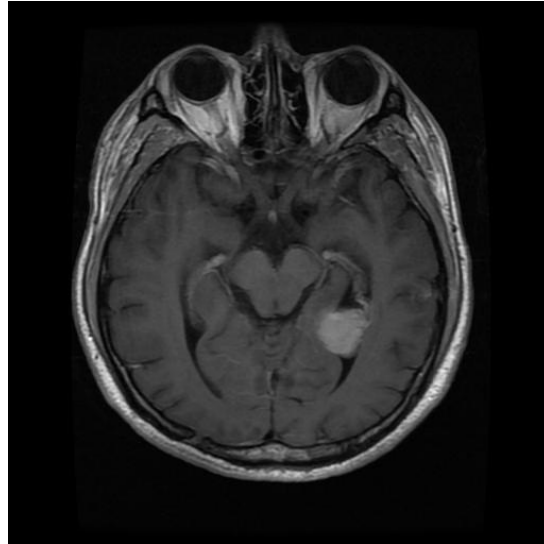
Gliom tümörünün MRI görüntüsü [Url-1].
